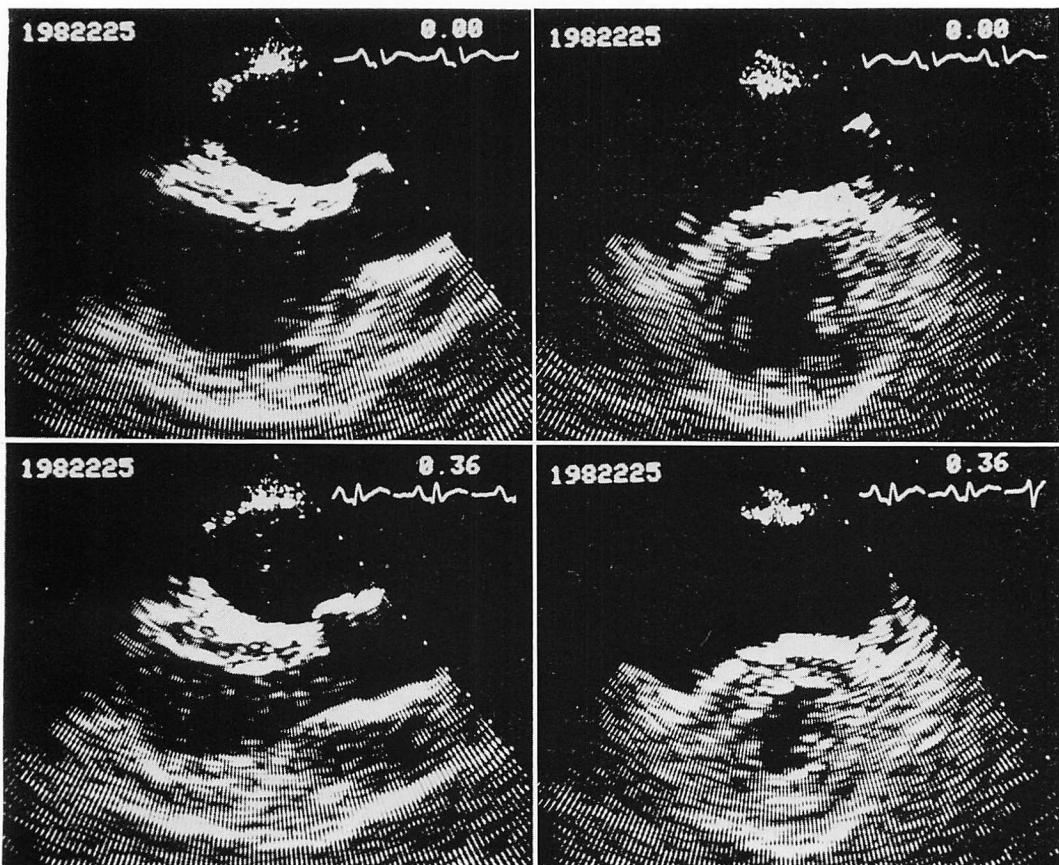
Two-dimensional echocardiograms.
